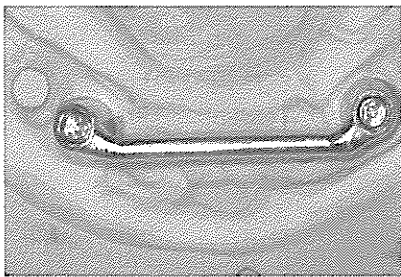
soldering된 bar의 passive fit 검사: passive fit 을 검사하는 방법으로는 1) alternative finger pressure, 2) direct vision and tactile sensation, 3) radiograph, 4) one screw test, 5) disclosing media 이용 등이 있다.
